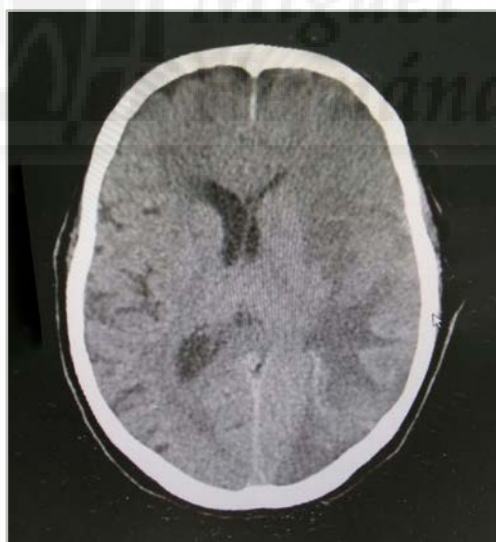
Imagen de TAC cerebral. ACV aterotrombótico extenso por oclusión de arteria cerebral media izquierda
